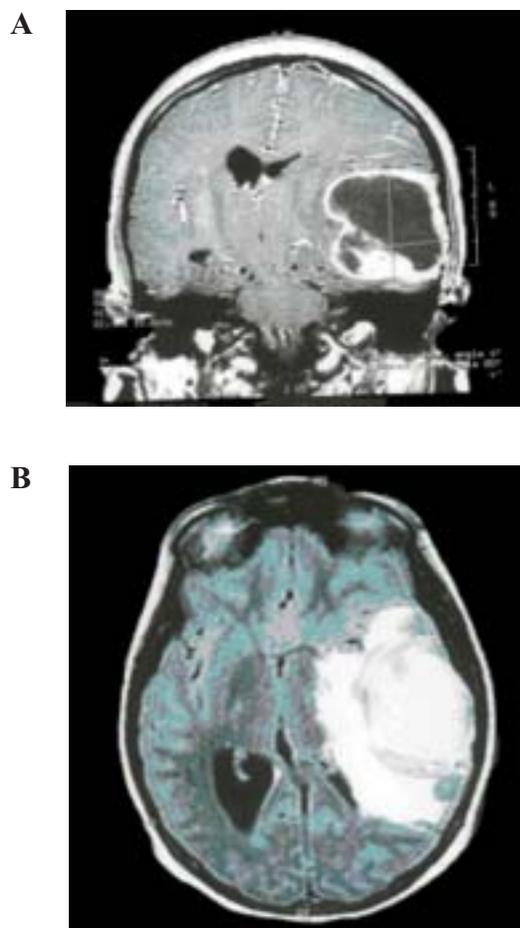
Resonancia magnética nuclear cerebral, demostrando una lesión tumoral de 5 cm de diámetro con componente central quístico y un grueso componente sólido perilesional, en región temporo-parietal izquierda.
